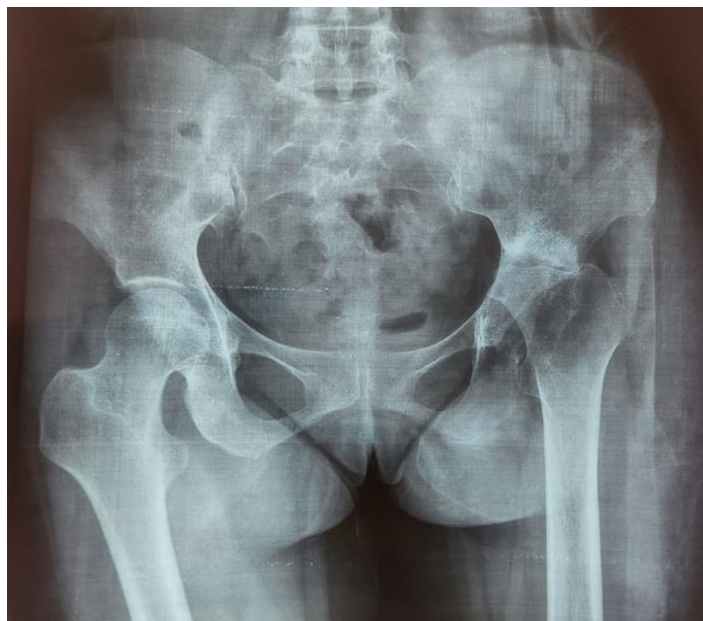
Radiographie du bassin face montrant une destruction de l'articulation coxofémoral gauche
